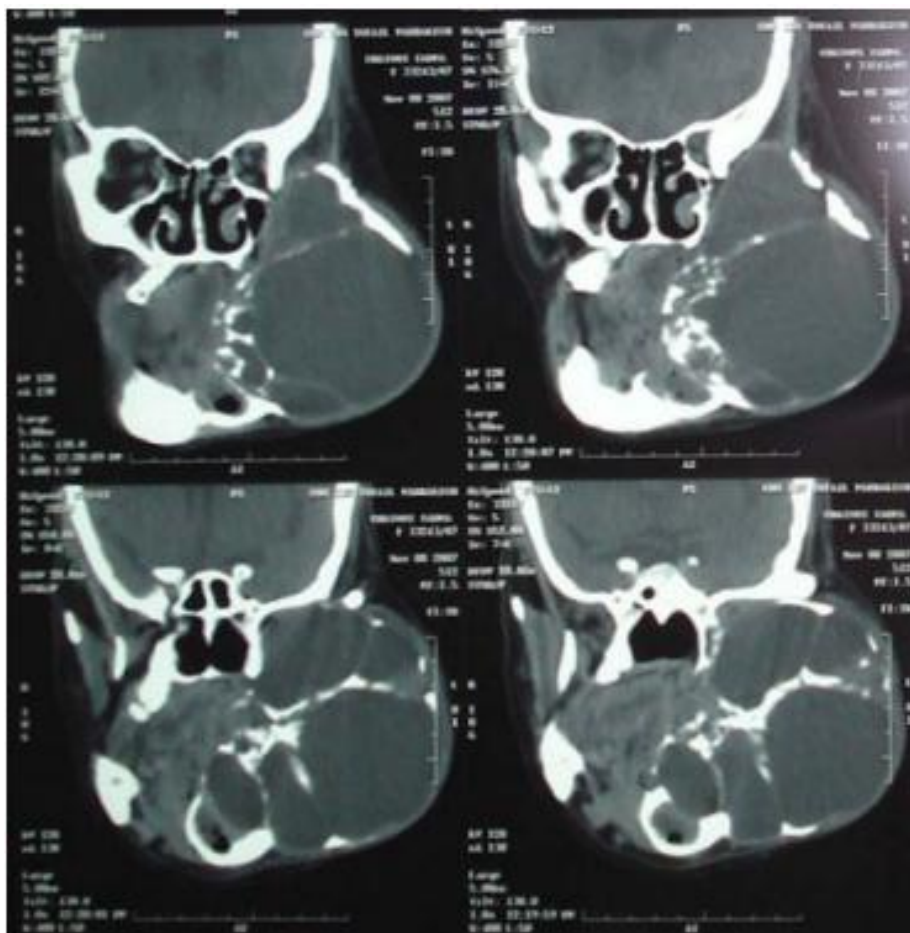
TDM crânio-faciale en coupe coronale montrant une image kystique multiloculaire volumineuse au niveau de l'Hémimandibule gauche soufflante allant de la base du crane à la région symphysaire. <sup>66</sup>
